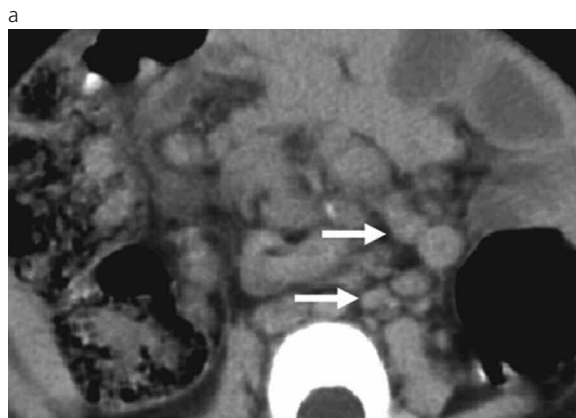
Adenopatías mesentéricas en una paciente de 3 años de edad con tuberculosis miliar. a) y b) TC Helicoidal obtenida tras la administración de contraste endovenoso, observándose la presencia de múltiples formaciones redondeadas, con densidad de partes blandas (flechas), localizadas en mesenterio abdominal, demostrando refuerzo homogéneo.
